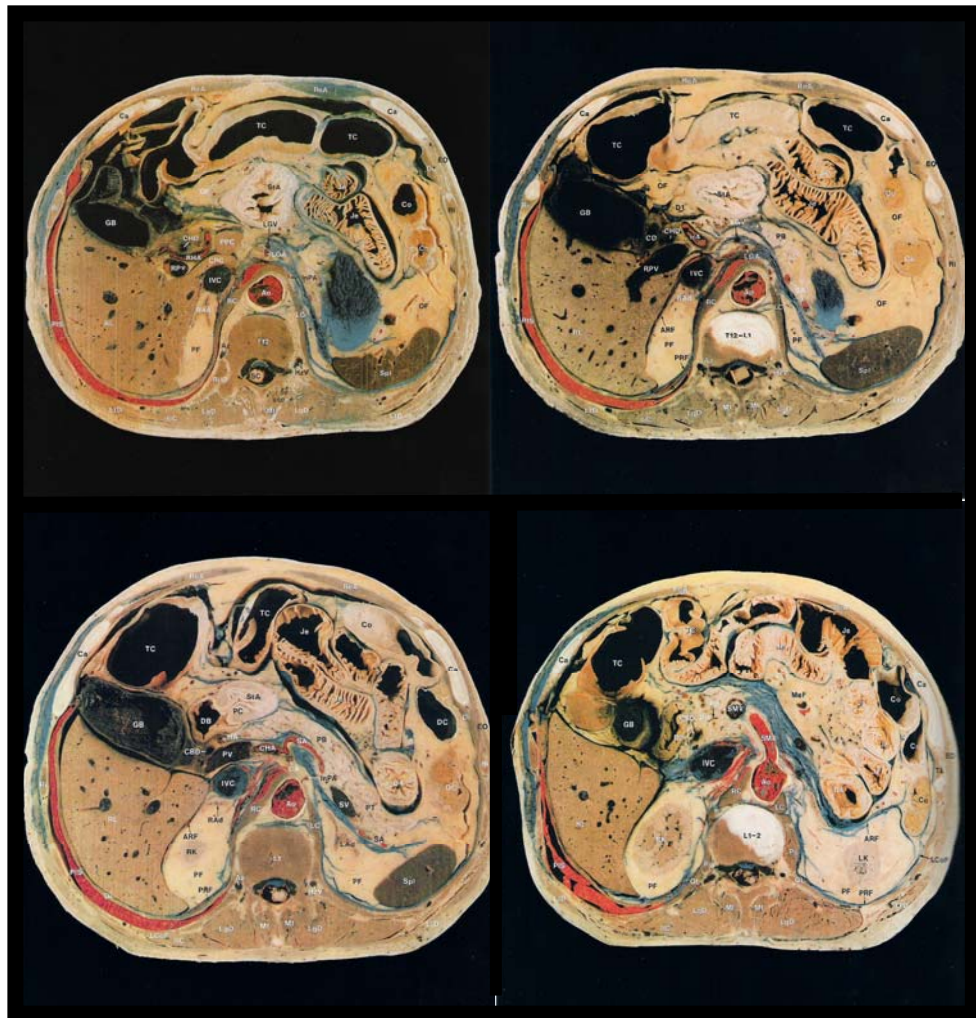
Cortes seccionales anatómicos de árbol biliar extrahepático. Modificado de Han Man-Chung y Kim Chu-Wan. Cortes anatómicos correlacionados con RM y TC⁷. CA Tronco celíaco ; CBD Colédoco; CD Conducto cístico ; CHA Arteria hepática ; CHD Conducto hepático común ; CL Lóbulo caudado del hígado ; D4 Cuarta porción del duodeno; DB Bulbo duodenal; DI primera porción del duodeno ; GB Vesícula biliar, GDA Arteria gastroduodenal , HA Arteria hepática común , IVC Vena cava inferior; LGA Arteria gástrica izquierda; LGV Vena gástrica izquierda; PB Cuerpo del páncreas; PD Conducto pancreático ; PV Vena porta ; RHA Arteria hepática derecha ; RPV Rama derecha de la vena porta; SA Arteria esplénica ; SV Vena esplénica.
